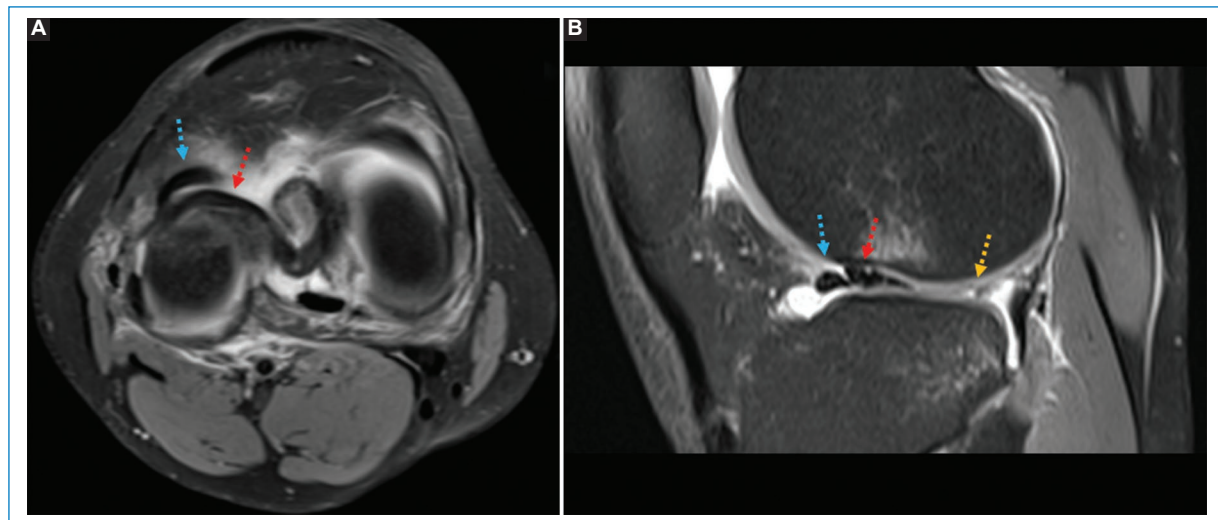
RM de rodilla, en secuencia de densidad protónica con saturación grasa, de un paciente varón de 30 años con dolor e imposibilidad de extender la rodilla derecha, posterior a una caída con rotación externa de la rodilla durante una práctica deportiva. (A) Corte axial que muestra un desgarro en asa de balde que involucra el cuerno posterior del menisco lateral, el cual se visualiza avulsionado e invertido hacia el compartimento anterior (flecha roja), posterior al cuerno anterior (flecha azul), con presencia de líquido intraarticular en moderada cantidad que lo rodea. (B) Corte sagital que demuestra la ausencia del cuerno posterior (flecha amarilla) y el signo del doble cuerno anterior, correspondiendo el triángulo anterior al cuerno anterior normal (flecha azul), y el triángulo posterior, al fragmento del cuerno posterior invertido (flecha roja). Además, presenta edema óseo subcondral en el cóndilo lateral y la meseta tibial, y moderada cantidad de líquido suprarrotuliano.
